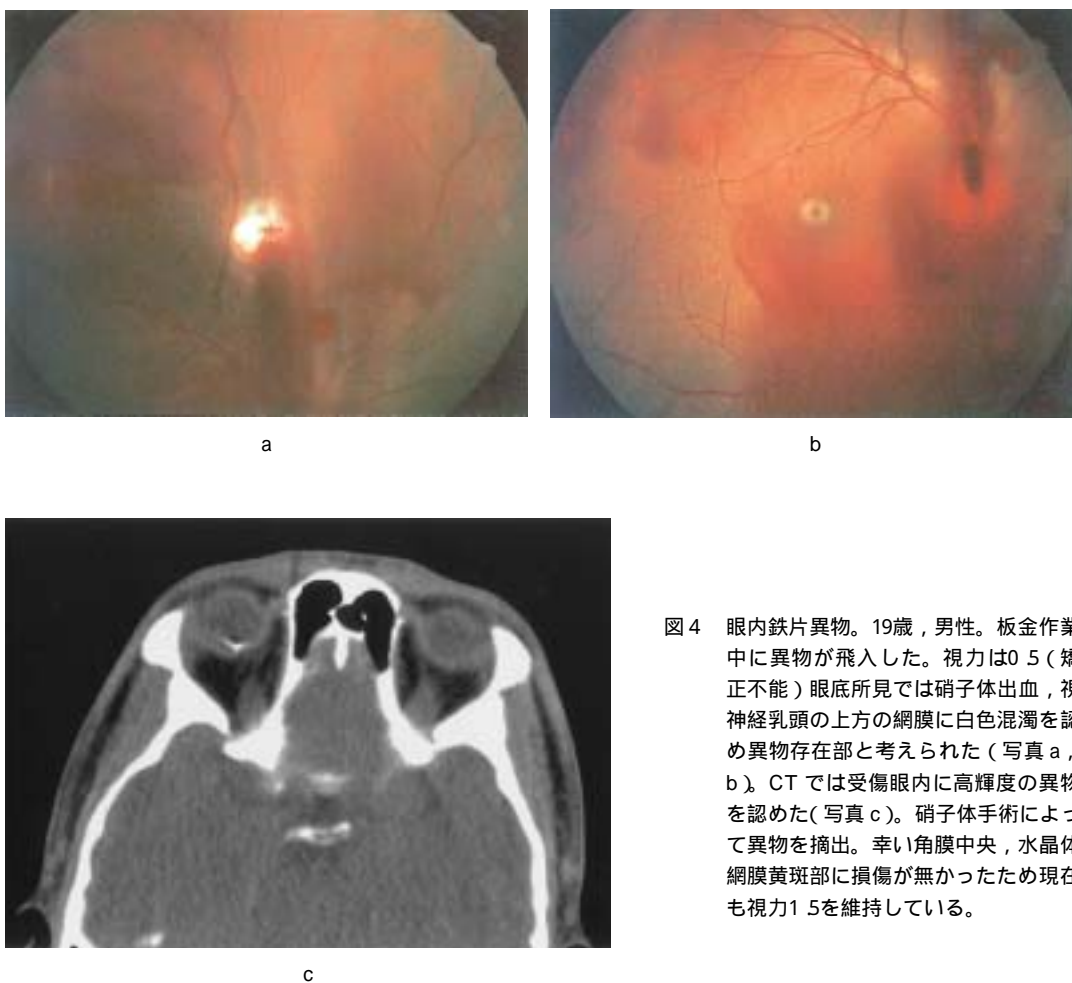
眼内鉄片異物。19歳，男性。板金作業中に異物が飛入した。視力は0.5（矯正不能）眼底所見では硝子体出血，視神経乳頭の上方の網膜に白色混濁を認め異物存在部と考えられた（写真a，b）。CTでは受傷眼内に高輝度の異物を認めた（写真c）。硝子体手術によって異物を摘出。幸い角膜中央，水晶体，網膜黄斑部に損傷が無かったため現在も視力1.5を維持している。
